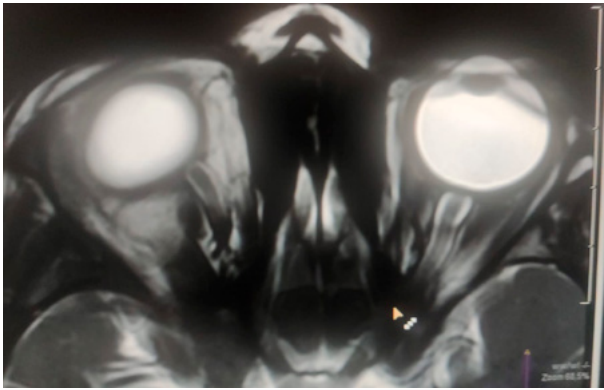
se observa un aplanamiento del polo posterior del globo ocular en un corte axial de la RM orbitaria.
